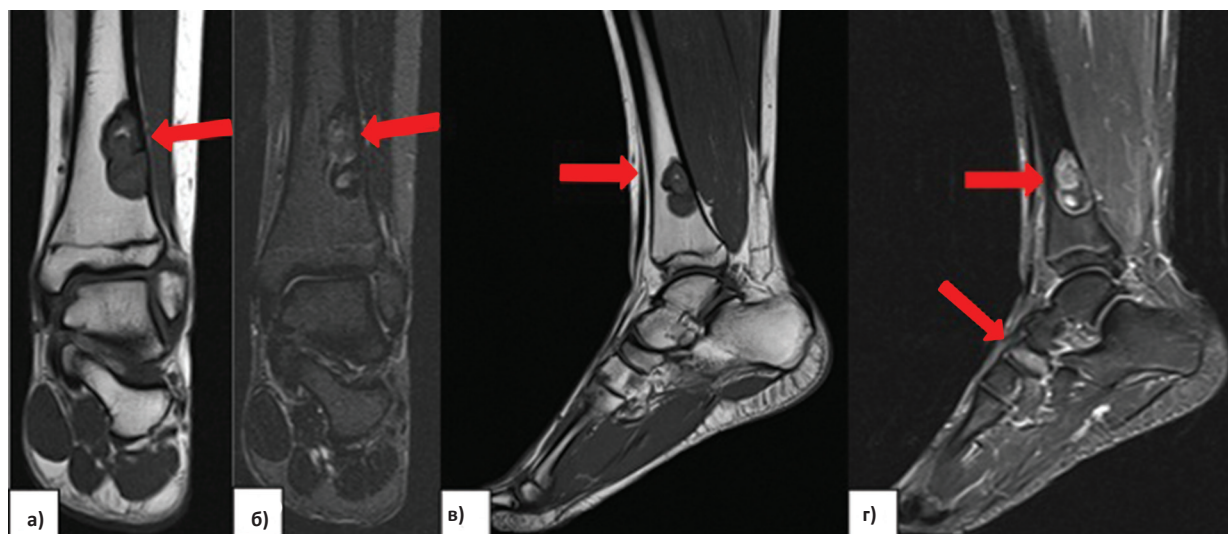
МРТ левого голеностопного сустава. Фронтальная проекция в T_2 (а) и T_2 FS (б) режимах соответственно. Сагитальная проекция в T_2 (в) и T_2 FS (г) режимах соответственно. Стрелками указаны зоны интереса
